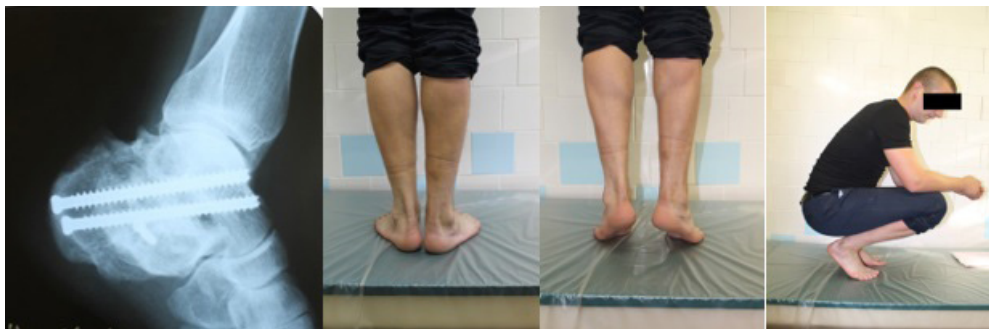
Пациент К., через 3 года после операции, боковая рентгенограмма правой пяточной кости, вид стоп пациента
